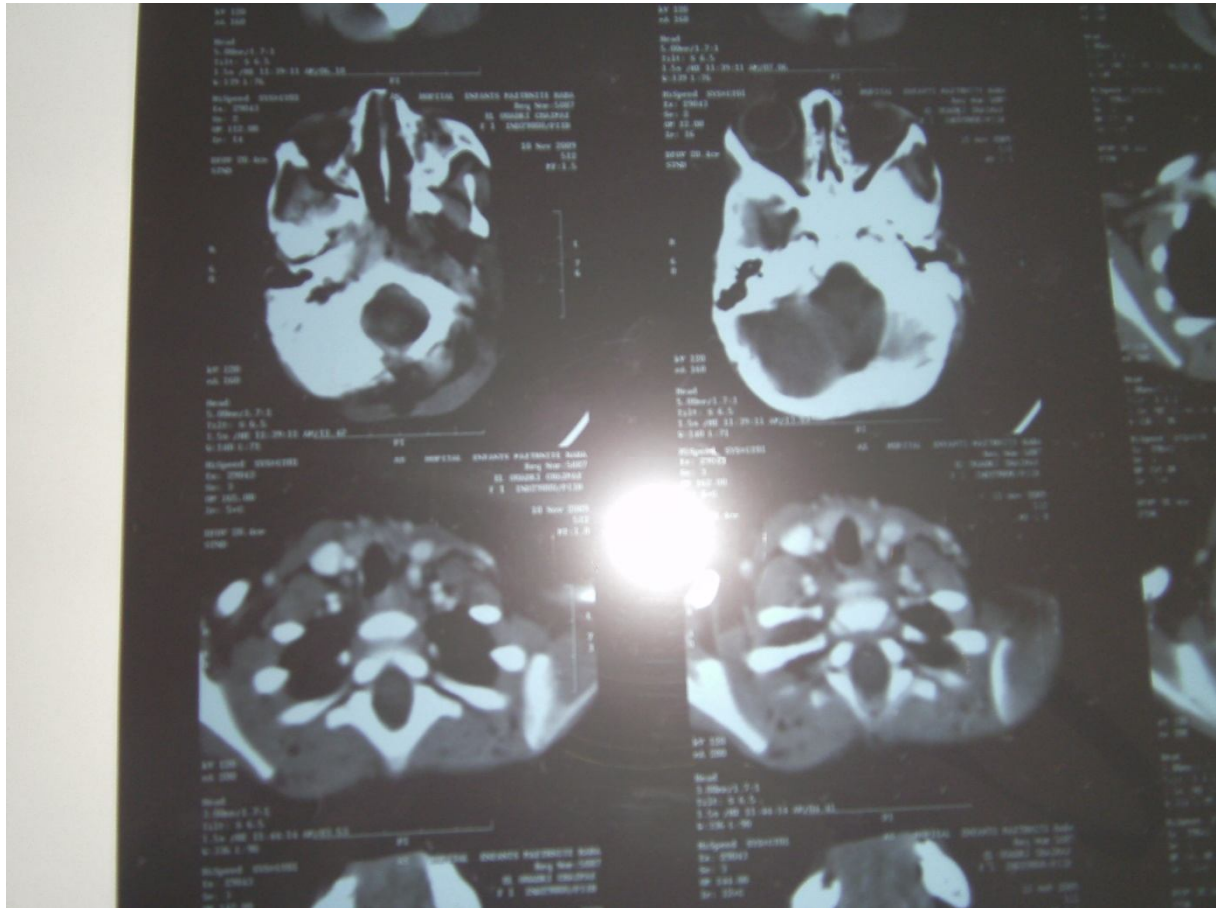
TDM cervicale de la patiente visualisant la masse cervicale en question
